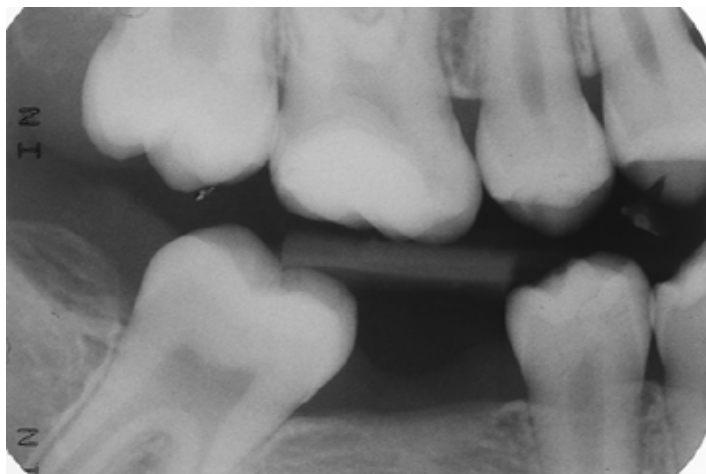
Radiografía interproximal luego de 1 año del tratamiento restaurador, mostrando una formación de dentina reaccional mas evidente.
